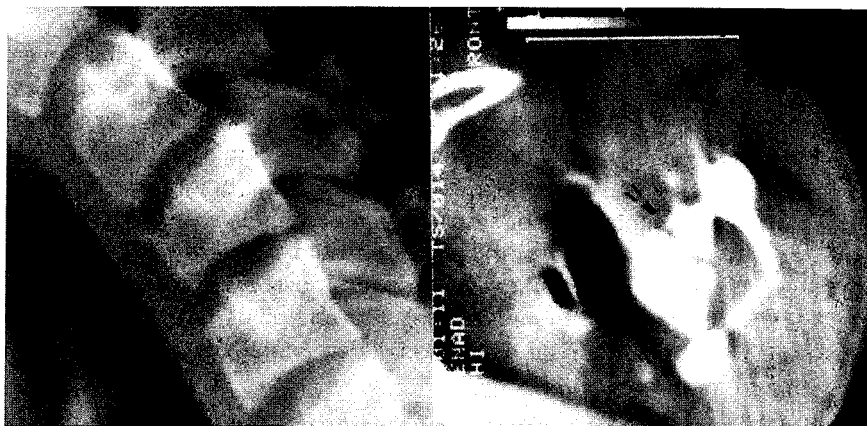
Fraktura zadnjeg korteksa tela pršljena vidljiva na CT-u (desno), ali ne i na nativnom snimku (levo)
